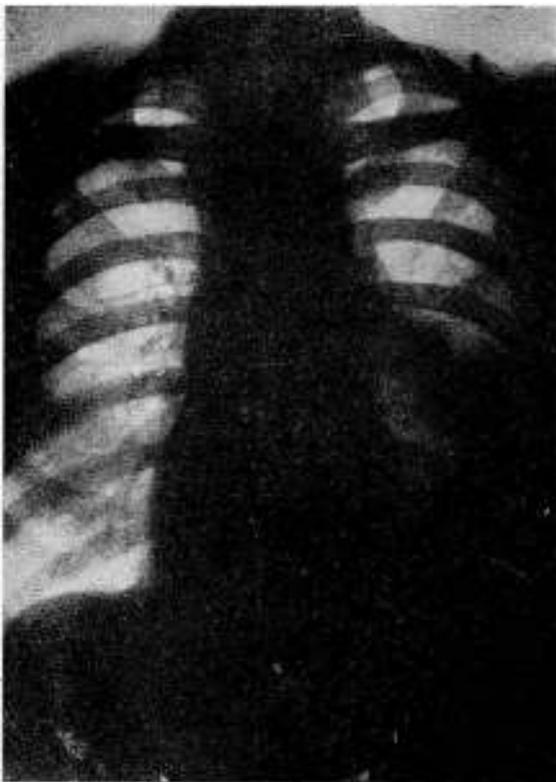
Radiografía de tórax, post-operatoria que muestra la buena reconstrucción parietal, con conservación de todas las costillas, la normalidad de los hemitórax y la sombra del estómago en el hemitórax izq.
